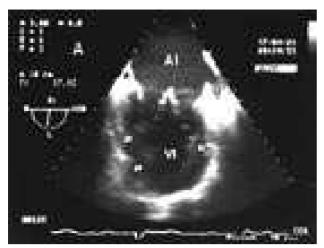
Ecocardiograma transesofágico, plano longitudinal, dos cámaras de VI. Las flechas señalan la ubicación de los músculos papilares; AI: aurícula izquierda; OI: orejuela izquierda; VI: ventrículo izquierdo.
